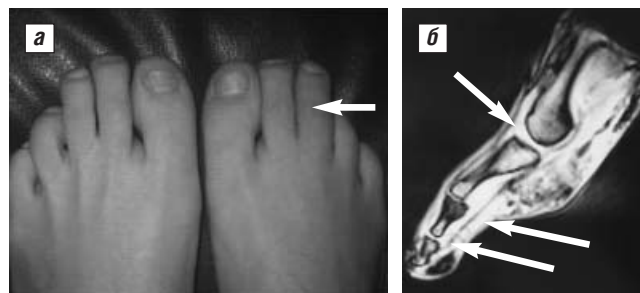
Клинические и МРТ-изменения при дактилите. *а* – клинические признаки дактилита III пальца правой стопы: припухлость всего пальца, изменение цвета кожных покровов над пораженными суставами – типичный признак ПсА; *б* – МРТ той же области: видны признаки теносиновита сгибателя и разгибателя III пальца правой стопы (отек сухожилия, большое количество жидкости по ходу сухожильного влагалища) и синовит (наличие внутрисуставной жидкости) ПФС, ПМФС и ДМФС того же пальца
